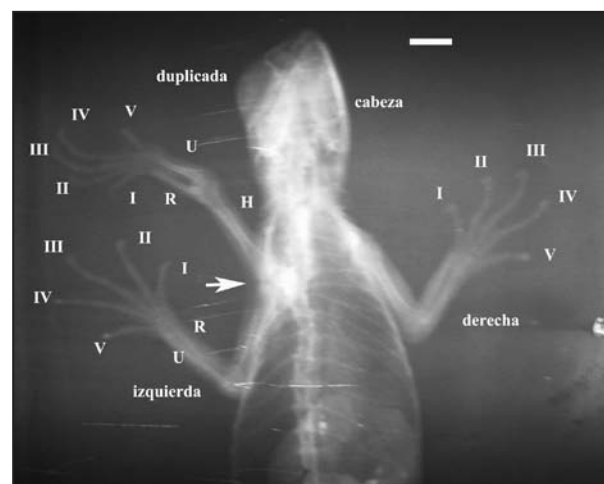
Radiografía en vista dorsal que muestra la pata derecha, izquierda y duplicada. Los números romanos indican la posición para cada dedo. La flecha indica la zona de la fosa glenoidea. H = húmero, R = radio y U = ulna. Barra de escala 1 cm.
